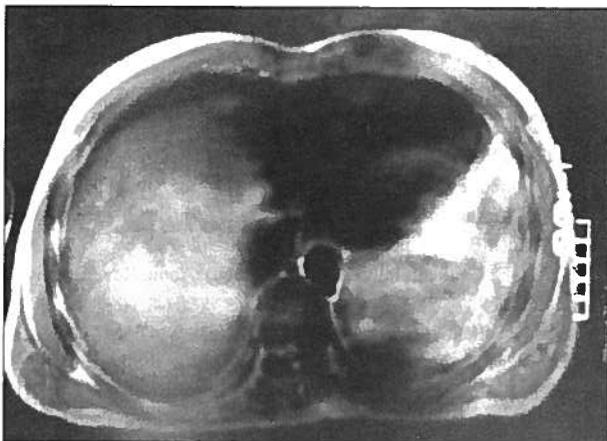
RMN: volumosa massa necrosada no lobo direito do fígado.
